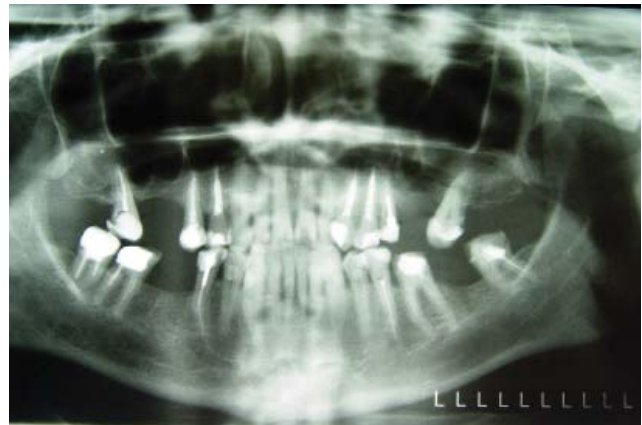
Ортопантомограмма пациента с oro-антральным соустьем.
